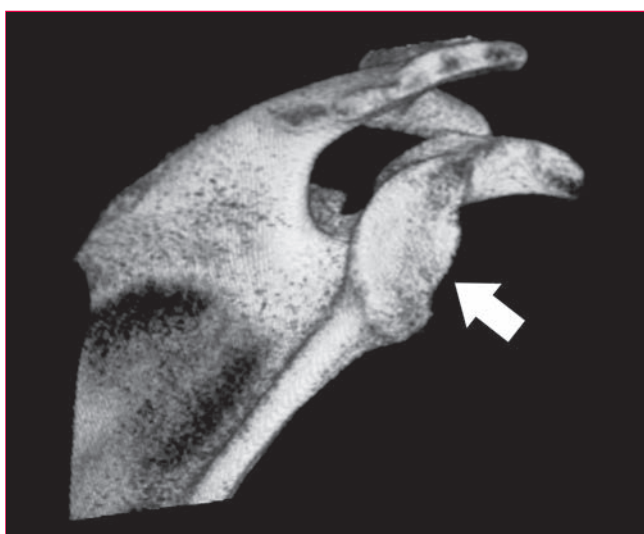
Tomografía computarizada con reconstrucción tridimensional en la que se aprecia la pérdida ósea en la fosa glenoidea anteroinferior (flecha). (Reproducida con la debida autorización de Arciero RA, Spang JT: Complications in arthroscopic anterior shoulder stabilization: Pearls and pitfalls. Instr Course Lect 2008;57:113-124.)
